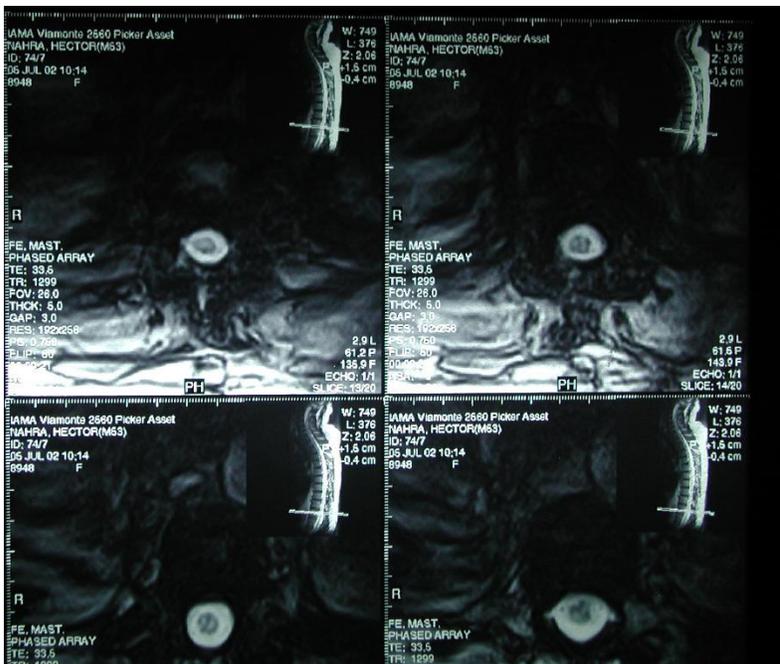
A, B y C. Caso 2. IRM postoperatorias donde no se observan vasos dilatados perimedulares.
